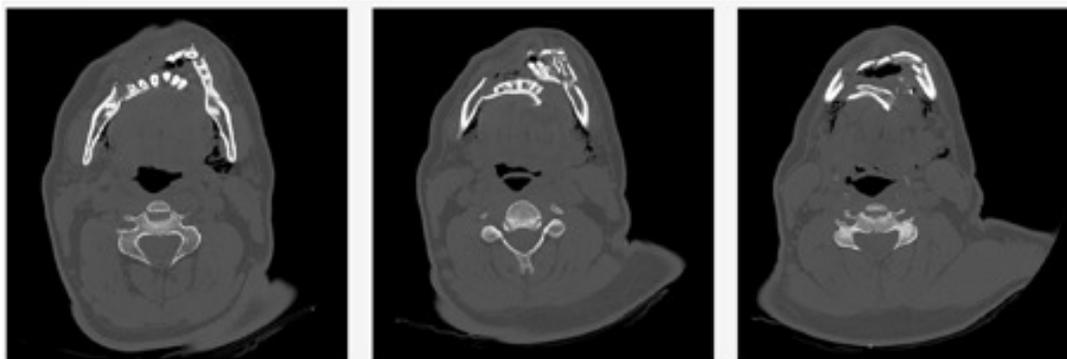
Tomografia computadorizada pré-operatória. Cortes coronais evidenciando o nível de deslocamento da fratura cominutiva, além da redução do espaço da via aérea
